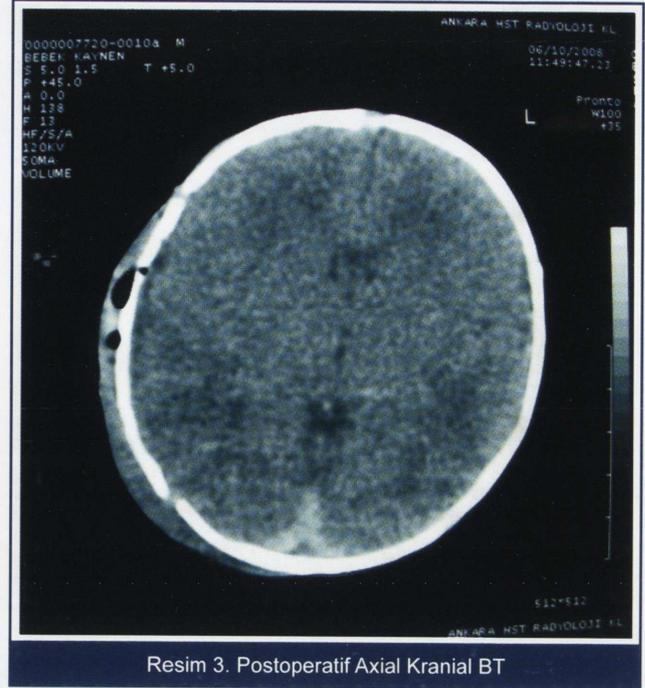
Kranial BT Görüntüsü
